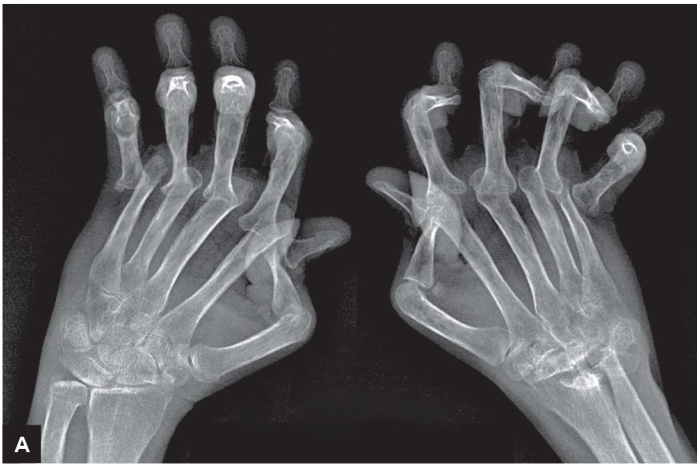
A: notam-se osteoporose difusa, artropatia erosiva e luxação/subluxação lateral das metacarpofalangeanas, difusa e bilateralmente, bem como deformidade “em botoeira” das interfalangeanas proximais e polegares “em Z” em paciente com AR terminal; desorganização arquitetural carpal está presente em ambos os punhos, com extensa destruição óssea no esquerdo (artrite mutilante). B: radiografias dos pés de outro paciente demonstra extensa artropatia erosiva bilateral das metatarsofalangeanas, com desvio lateral dos dedos em decorrência de luxação/subluxação articulares.
